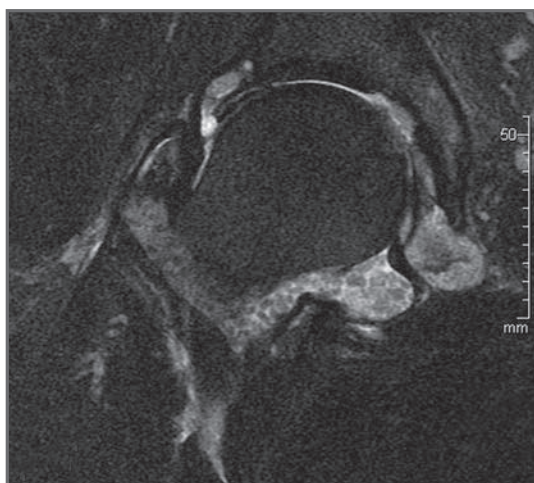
RM con contraste.
